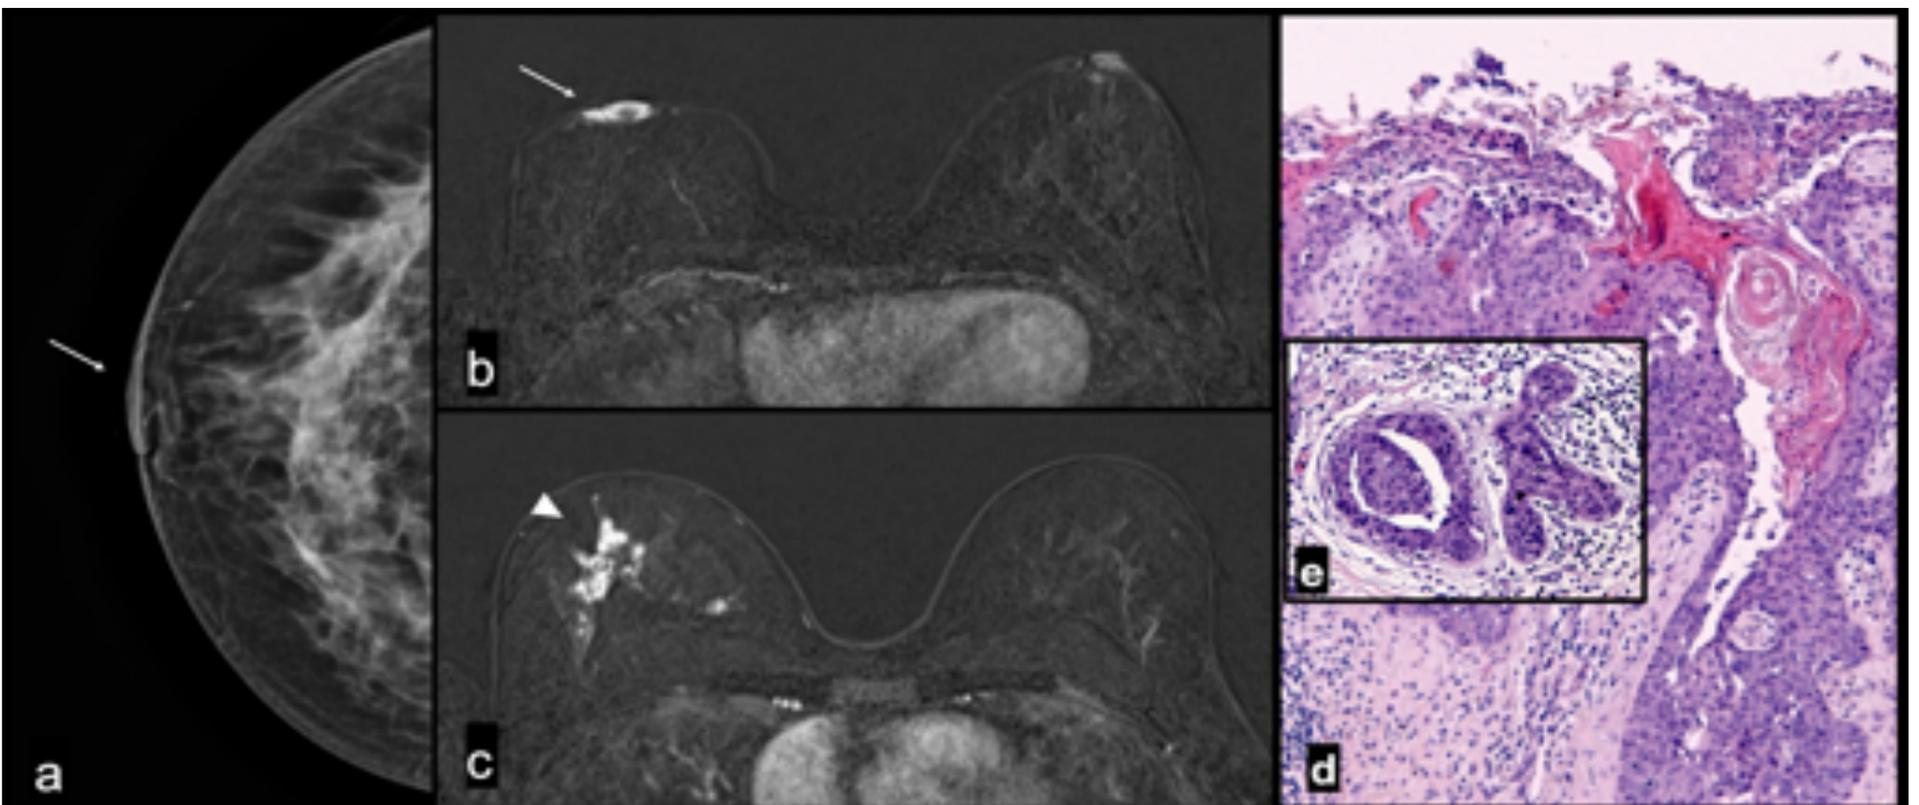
Enfermedad de Paget y CDIS alto grado asociado en mujer de 44 años con clínica de eccema y descamación de pezón derecho. a) Mamografía poyección CC de mama derecha muestra engrosamiento de CAP (flecha blanca). b) y c) RM de mama imagenes axiales en secuencias substracción T1 tras administración de contraste muestran un engrosamiento y realce asimétrico del CAP derecho (flecha blanca) y un realce no nodular en empedrado (cabeza de flecha) en ambos cuadrantes superiores de mama derecha. El punch cutáneo y la biopsia mamaria indicaron una enfermedad de Paget con extenso CDIS asociado. d) Imagen microscópica (tinción H-E, 100x): se observa la salida de un conducto mamario con CDIS y la infiltración epidermica por células de Paget (células vacuoladas) y escara superficial. E) detalle de conductos con CDIS
